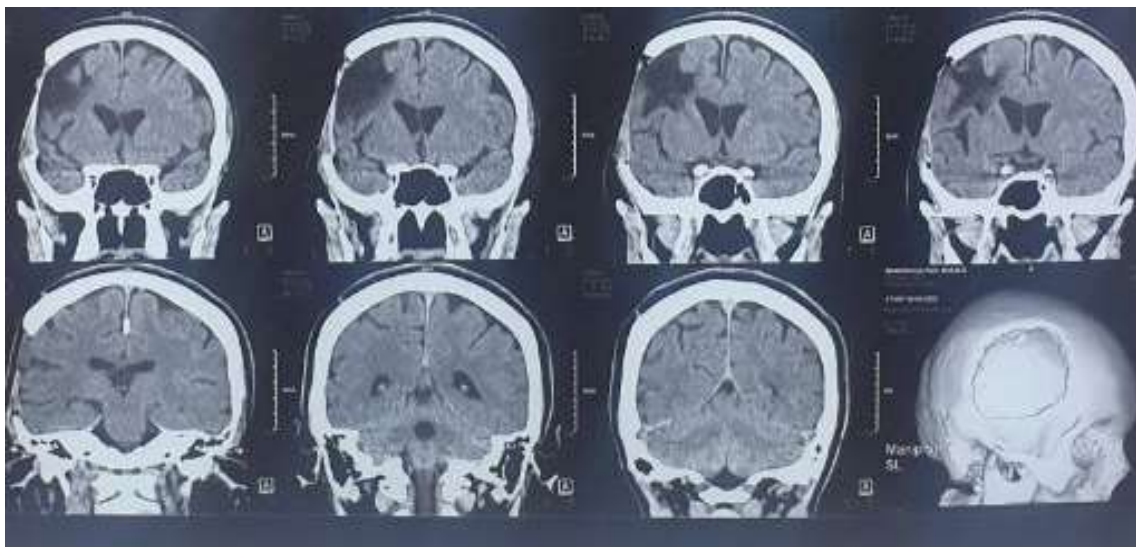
МСКТ-исследование пациента с костным дефектом лобно-височно-теменной области свода черепа справа
